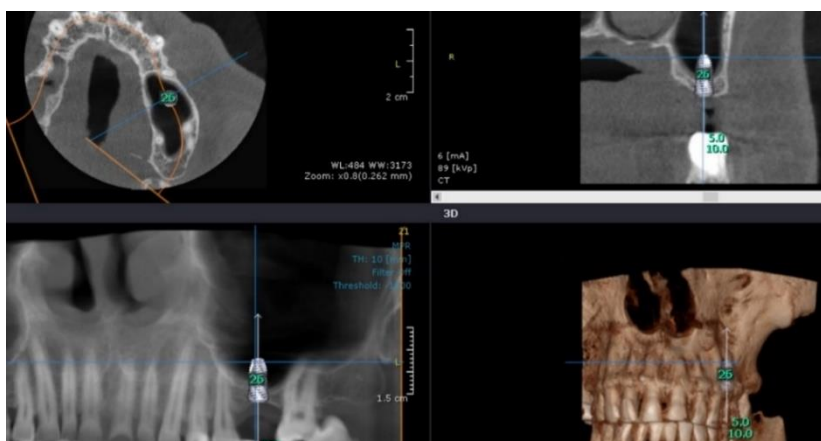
Pacient G. Evaluarea osului rezidual subantral în baza TC și planificarea poziției implantului în raport cu osul existent și poziția protetică necesară
